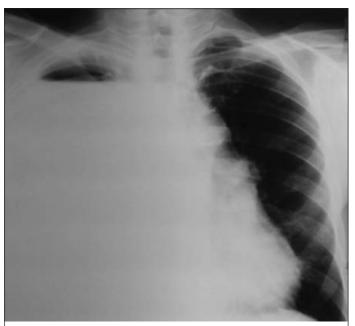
Рентгенограмма органов грудной клетки пациента: субтотальный правосторонний гидропневмоторакс, смещение тени средостения влево
